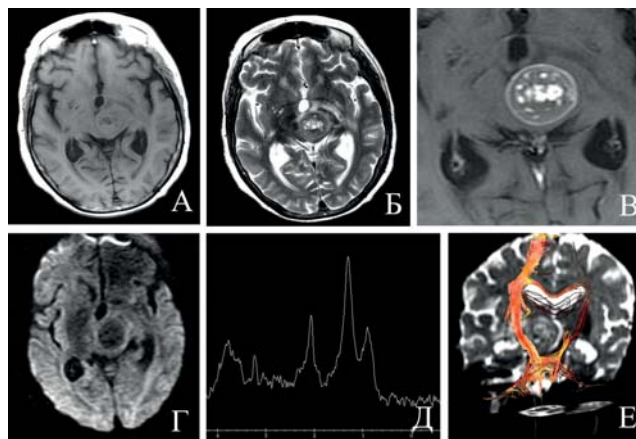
МРТ головного мозга в режимах T1 (А), T2 (Б): объемное образование без кровоизлияний, с небольшим перифокальным отеком. На T1 ВИ с контрастным усилением (В) отмечается активное неравномерное контрастирование капсулы и центральных отделов опухоли. В режим ДВИ (Г) сигнал снижен. Высокие пики Lip-Лас комплекса и NAA при ПМРС (Д). Дислокация проводящих путей при трактографии (Е).
